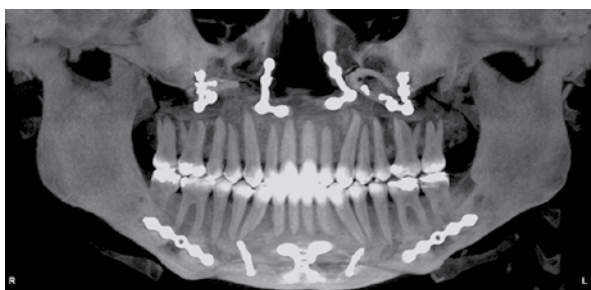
Radiografia panorâmica apresentando placas e parafusos posicionados na maxila e mandíbula.
